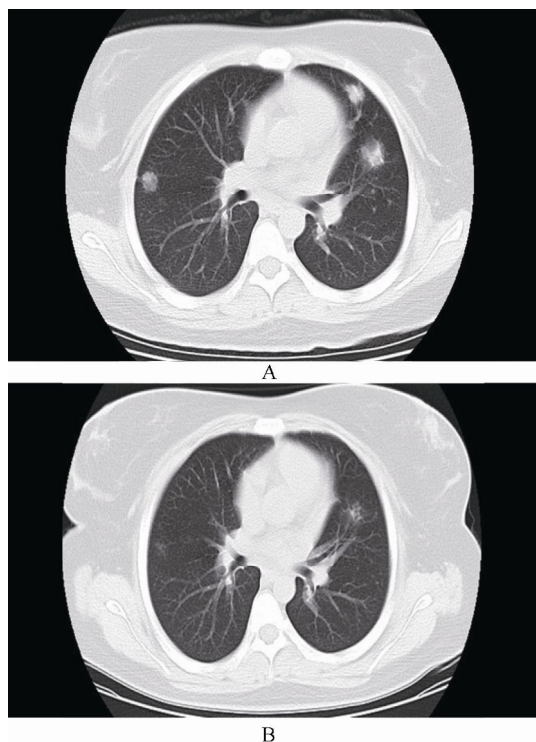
病例1 Brentuximab vedotin治疗前后CT下肺结节变化情况
